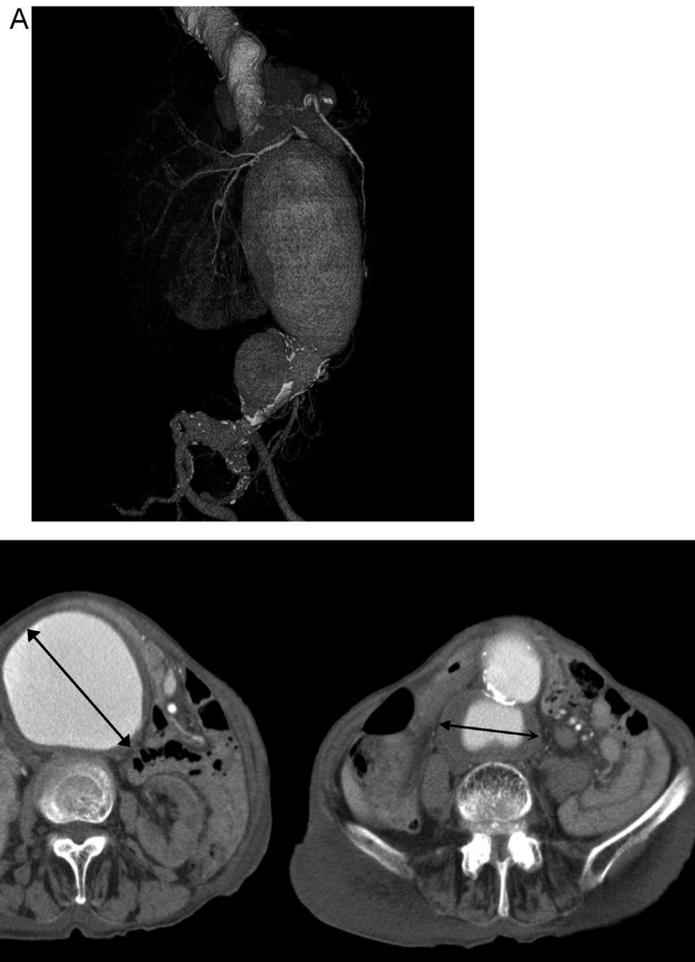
(A) Three-dimensional imaging of enhanced computed tomography showing the presence of a saccular aneurysm of the abdominal aorta. The abdominal aortic aneurysm was composed of two portions, that is, a large upper and a small lower portion. (B) The cross-section imaging of abdominal aortic aneurysm showing large mural thrombosis. The dimensions of the upper and lower portions at the scanned plain were 92 mm and 47 mm, respectively.
